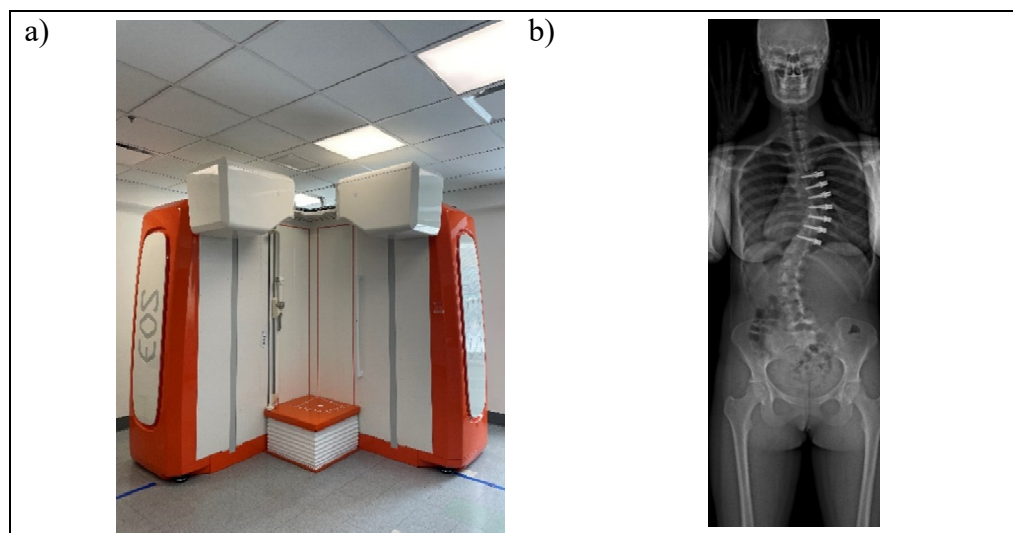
a) Équipement d'imagerie pour radiographie EOS du CHU Sainte-Justine b) Radiographie frontale de patients scoliothiques
